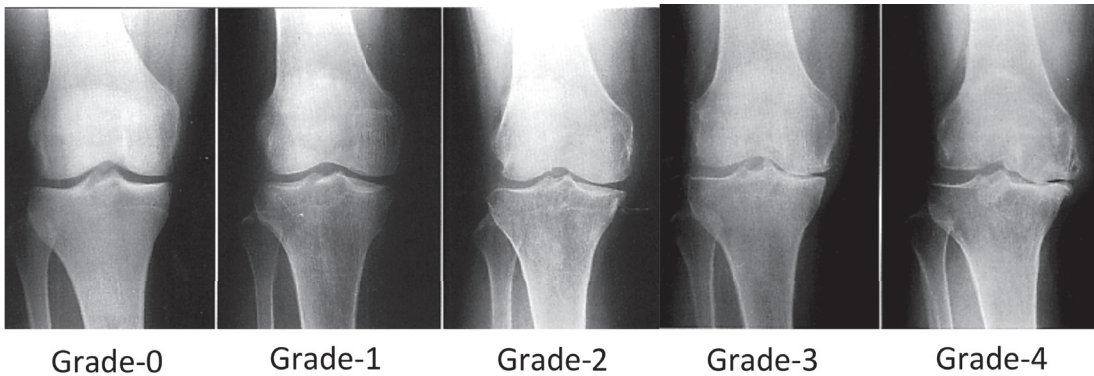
変形性膝関節症のX線分類(Kellgren-Lawrence分類) Grade 0から4に伴い内側関節面(向かって右側)の変形が進行する
